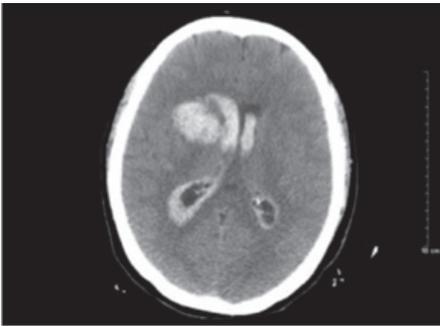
TAC craneal al ingreso
